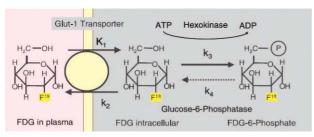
Transporte de 18F-FDG a la célula
